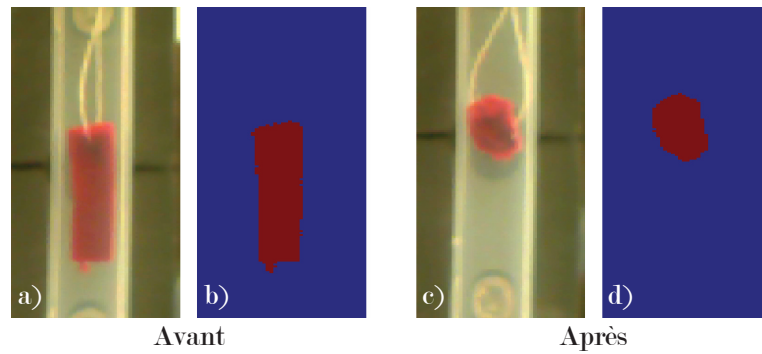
Photos d'un caillot a) avant le tir ultrasonore et c) après le tir ultrasonore qui a totalement été détruit. Images binarisées de ce caillot b) avant le tir ultrasonore et d) après le tir ultrasonore.
